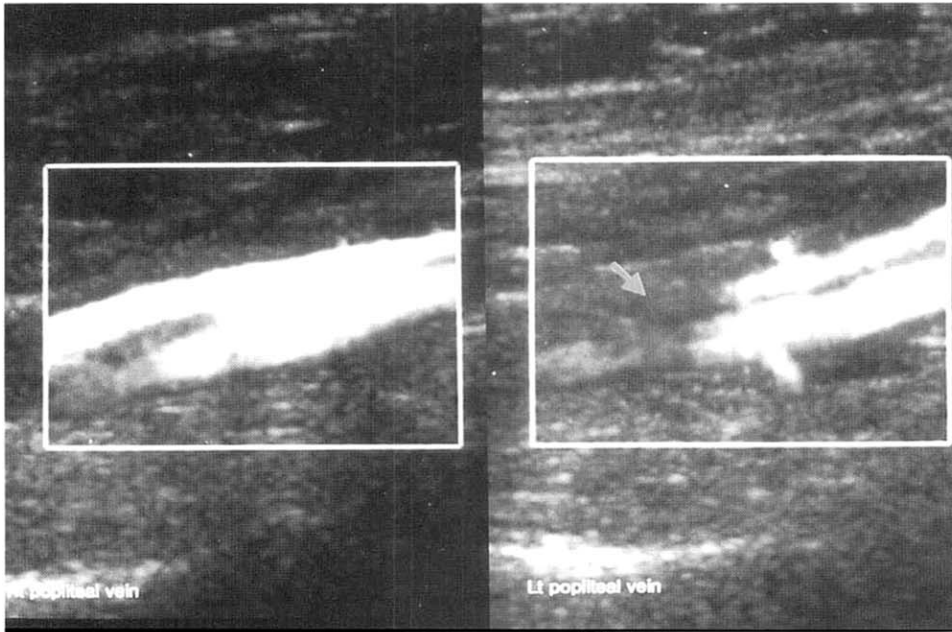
Doppler ultrasonography of the left popliteal veins showing an some luminal narrowing and collateral vein without intraluminal filling defect suggesting a probable old thrombosis and recanalization.
